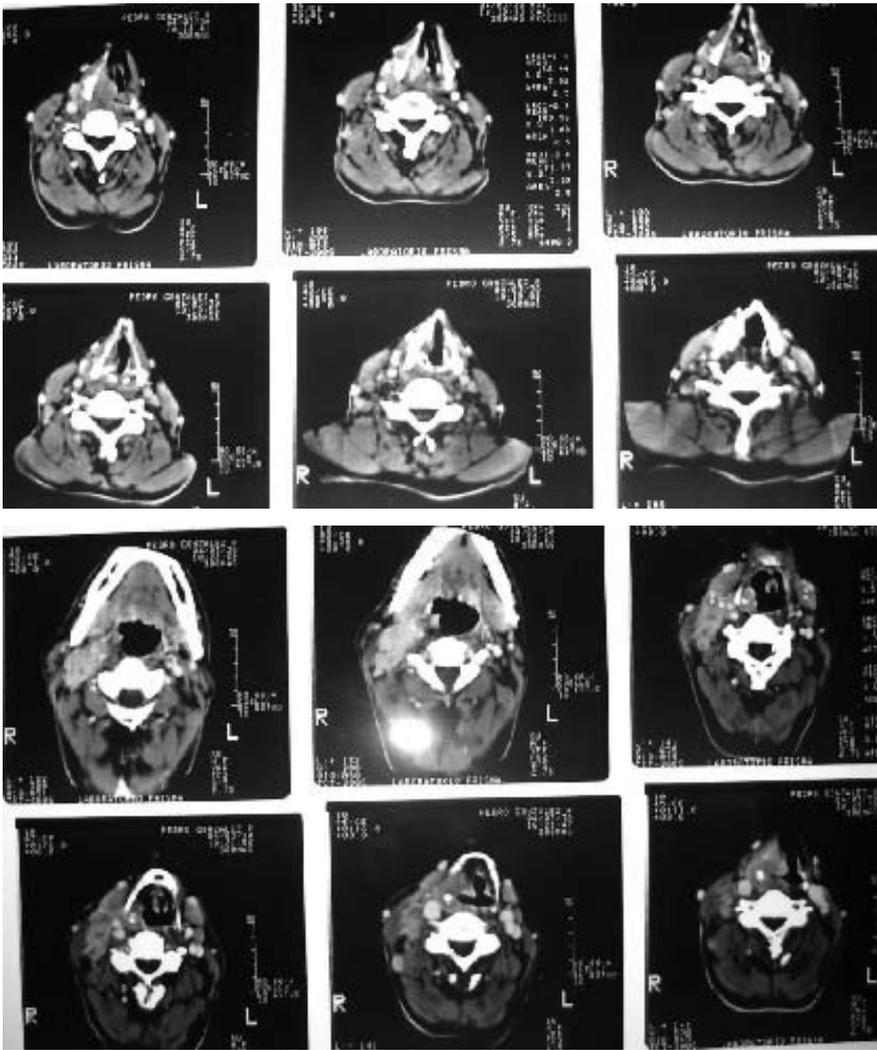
Tomografía axial computada en la que se aprecia una masa sólida que ocupa la hemilaringe derecha y que hace cuerpo con la masa ganglionar. La lesión se extiende hacia la pared posterior de la faringe y cruza la línea media.
